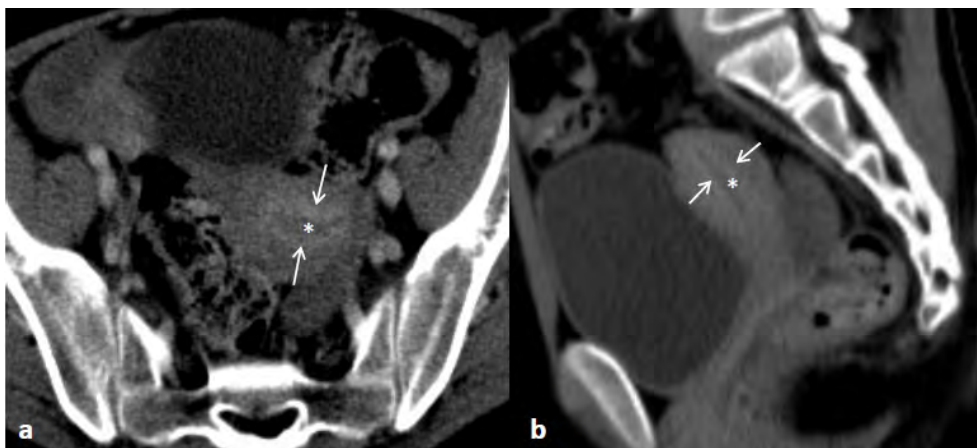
Na TC de seguimento de examinada de 16 anos com antecedentes de Linfoma Não Hodgkin cutâneo, identifica-se no plano axial (a) e reconstrução no plano sagital (b) em fase venosa portal (aos 70 segundos) um padrão de captação tipo 1 subendometrial fino, com captação fina e linear de contraste pelo miométrio (setas) delimitando externamente a cavidade endometrial (asterisco).
